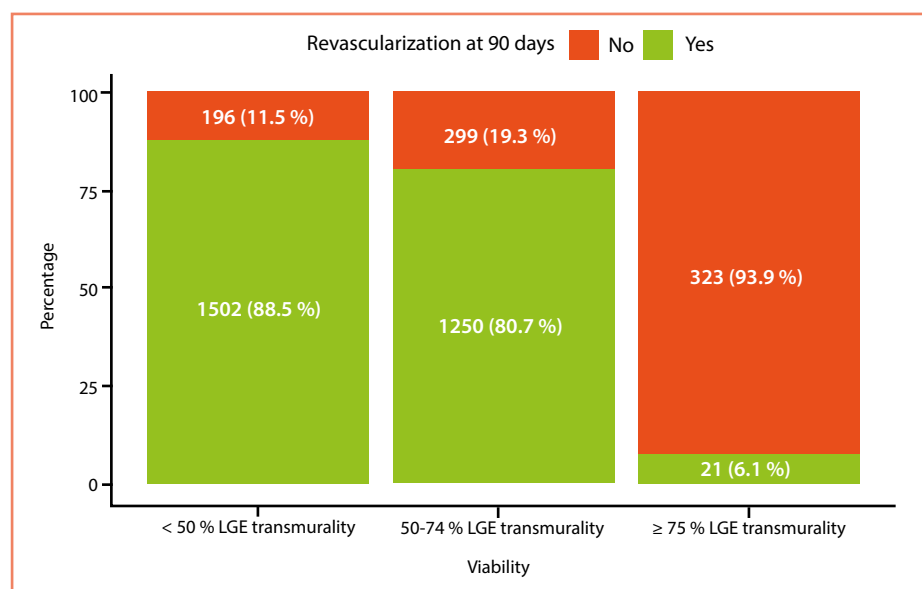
Taux de revascularisation coronaire après évaluation de la viabilité de l'IRM en fonction de la transmuralité de l'IRM chez les patients coronariens.
